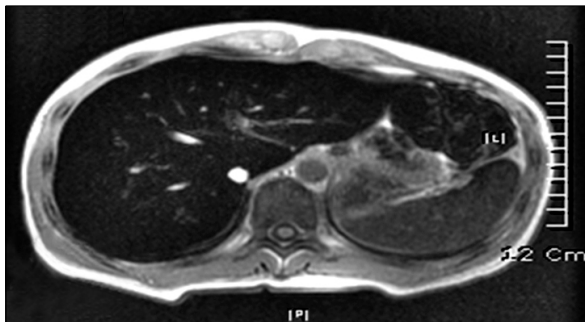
Liver MRI shows transfusional hemosiderosis or hemochromatosis involving the liver, spleen, and probably bone marrow.
